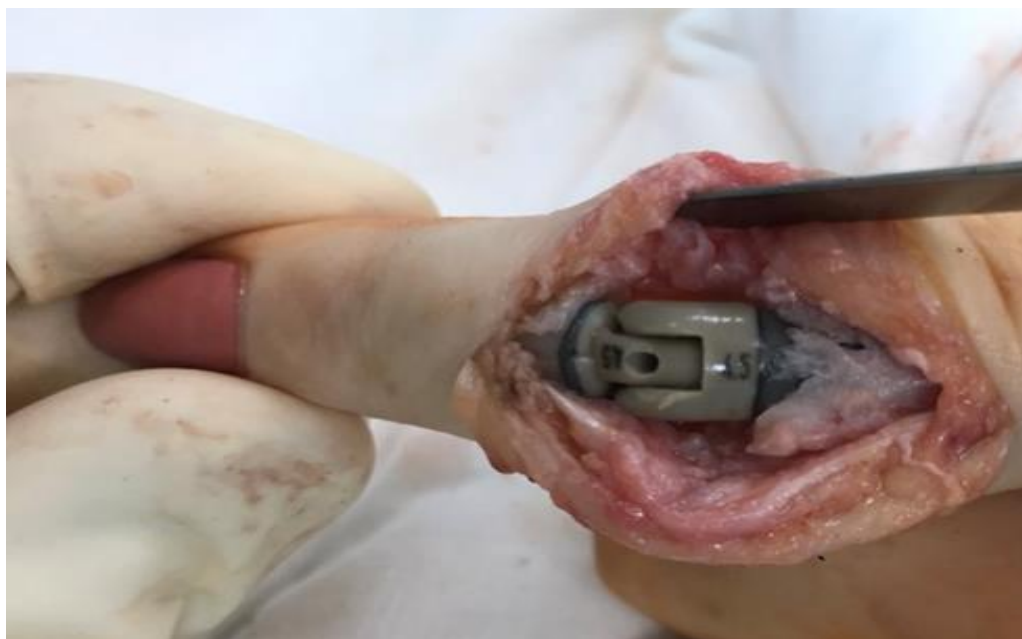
Интраоперационное фото: установлен эндопротез RM Finger («Mathys AG Bettlach», Швейцария) пациентке Б., 47 лет (контрольная группа) с диагнозом: остеоартроз 3 ст. по Н.С. Косинской IV ПМФС правой кисти, посттравматический; контрактура IV ПМФС; хронический болевой синдром
